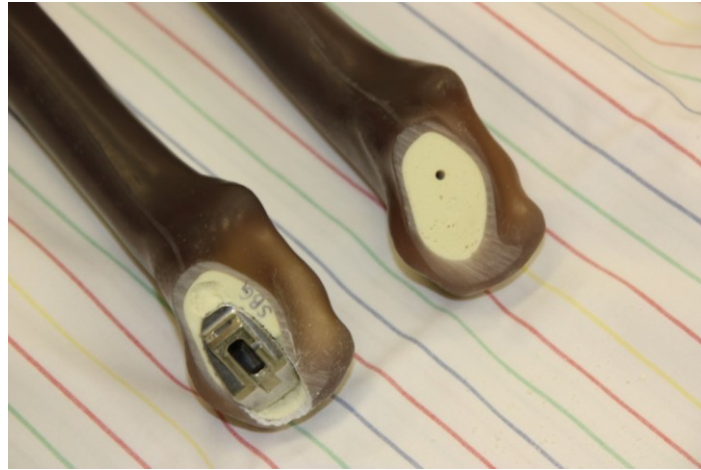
Artificielle Knochen. Zustand vor Aufbereitung rechts, inseriertes Aufbereitungsinstrument links; Zustand vor Röntgenkontrolle.
